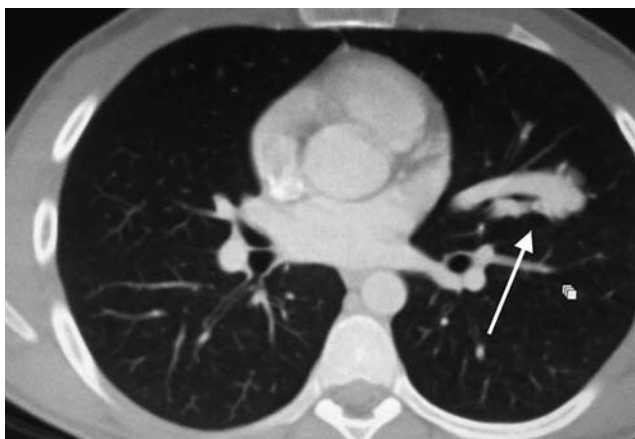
Спіральна КТ ОГП. АВФ у горизонтальній площині.
